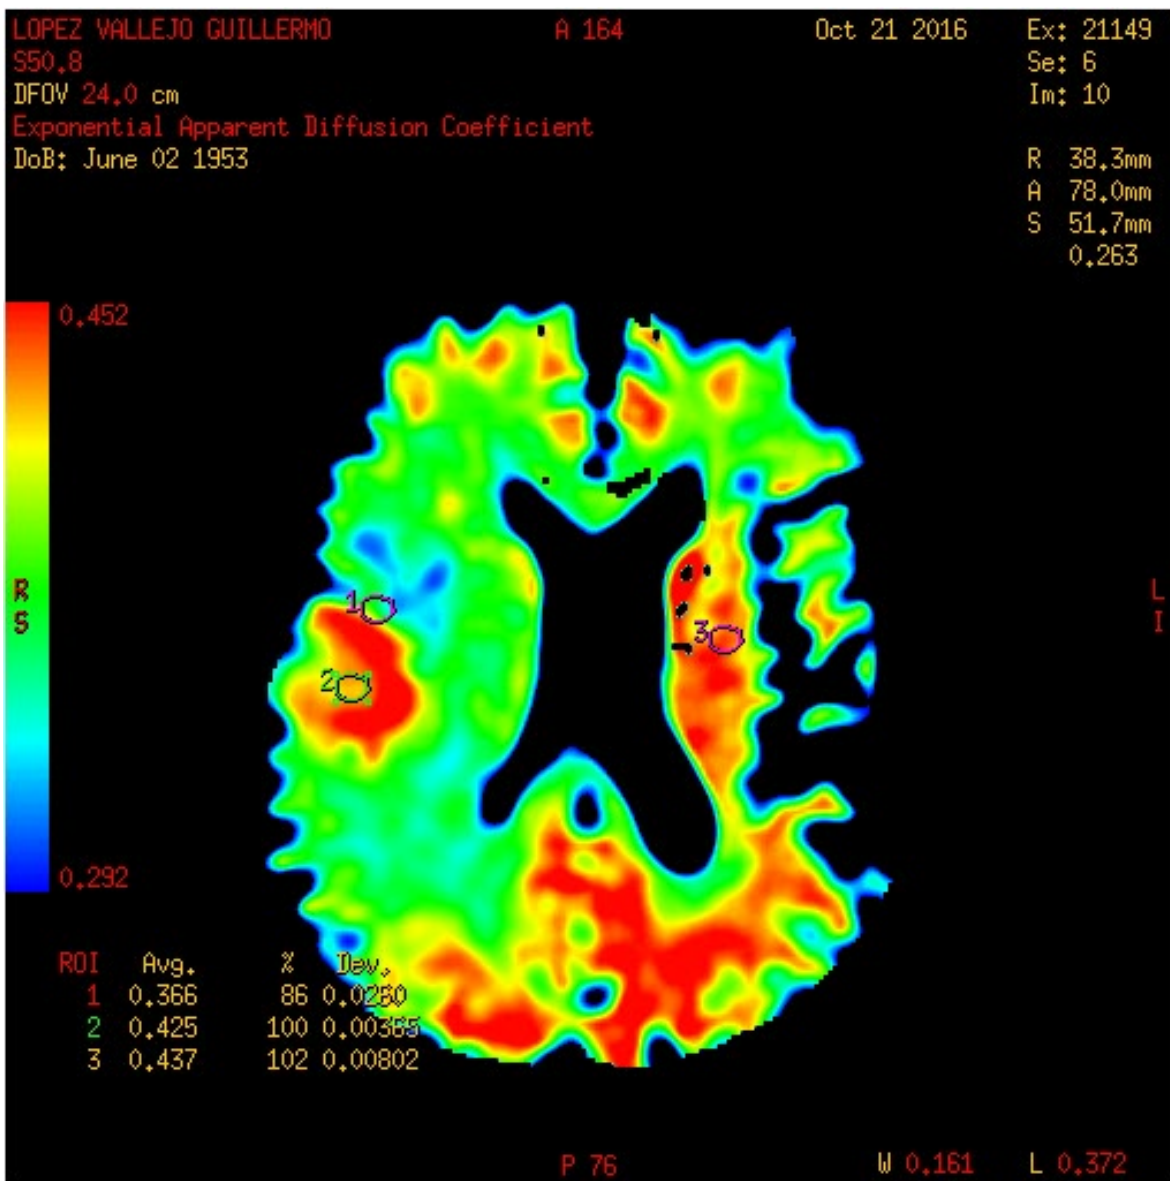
Masculino de 63 años de edad, quien cuenta con RM del 21 de octubre del 2016 donde se observa tumoración a nivel fronto temporal derecho que a la difusión cualitativa muestra una perfusión-difusión franca y al mapa de ADC se observa un DWI central de 0.000856, periférico de 0.00101 y ratio de 1.033 con el diagnóstico de glioblastoma.
